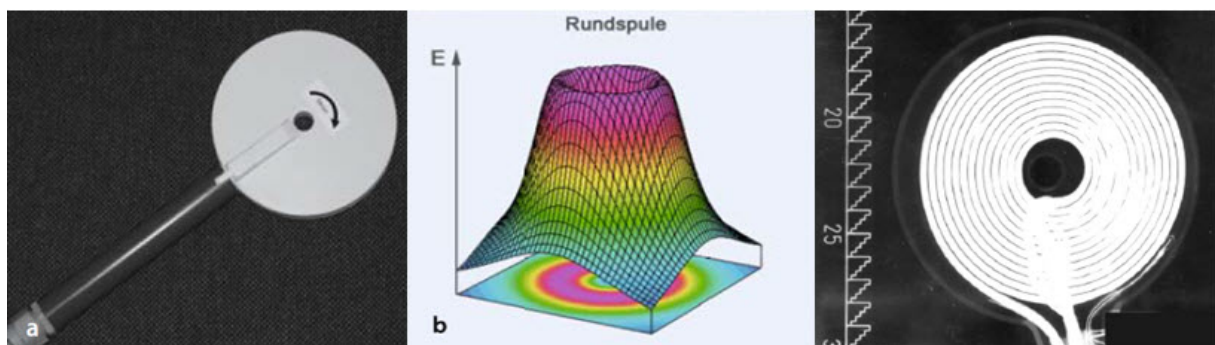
Rundspule und die Verteilung ihres elektrisch induzierten Felds (Siebner and Ziemann, 2007, S. 631) sowie ein Röntgenbild einer Rundspule (Kammer and Thielscher, 2003)
